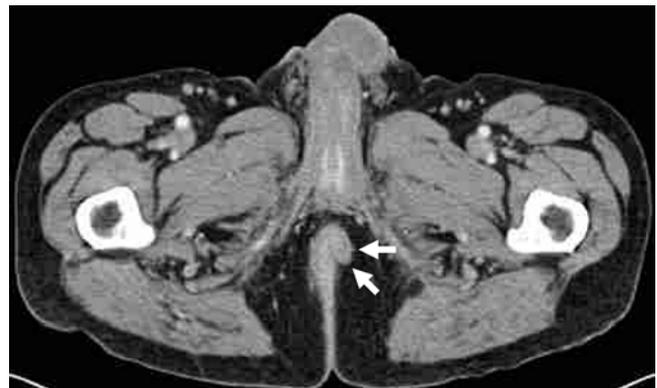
▶ In der Computertomographie des Beckens fällt eine ausgeprägte Asymmetrie des rekt oanalen Übergangs auf (Pfeile)
